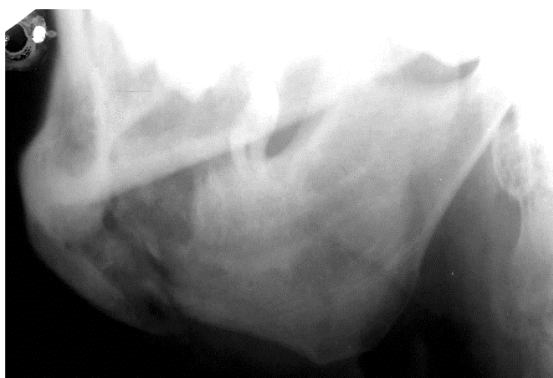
Линейная томограмма правого ВНЧС при высоком переломе головки мыщелка
